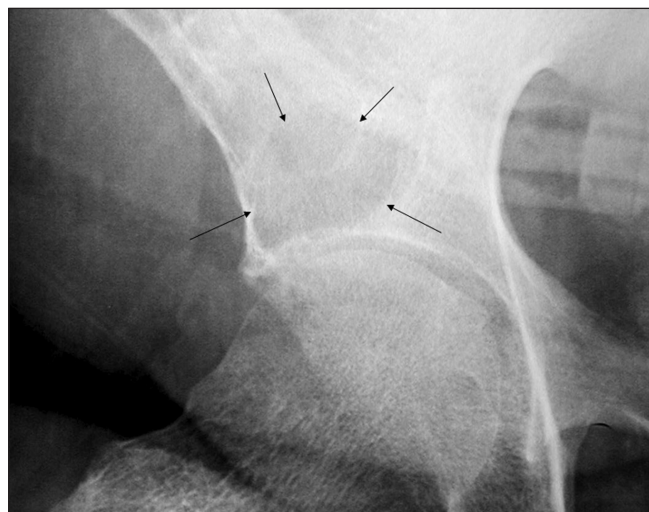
Radiografia dell'area sopra-acetabolare dx.
